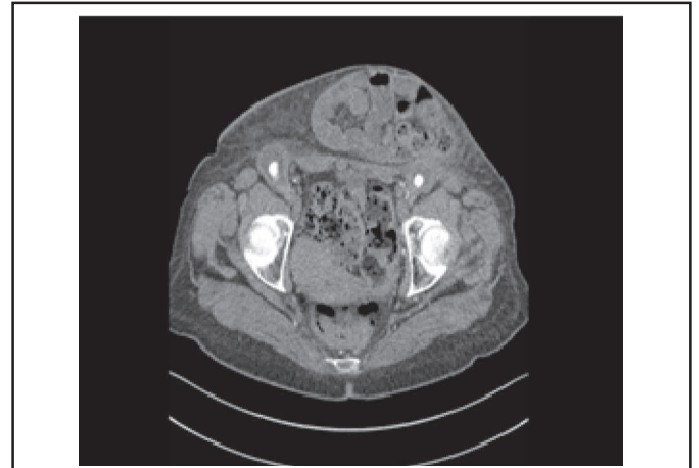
Angio-CT aorto-iliaque : collection péri-prothétique et présence de " bulles " de gaz. Volumineuse éventration médiane.
